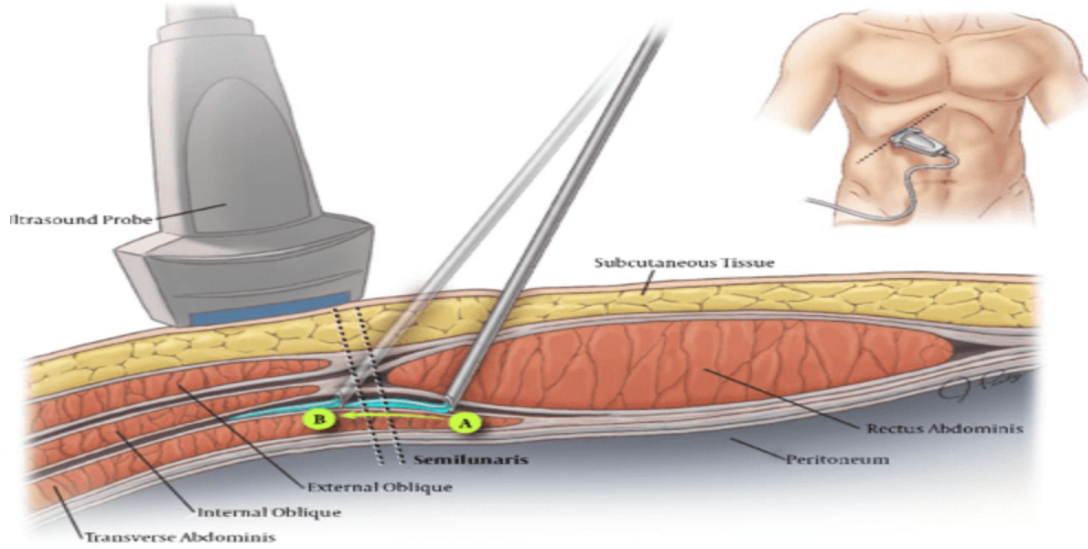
USG probunun batın anterolateralindeki pozisyonları
